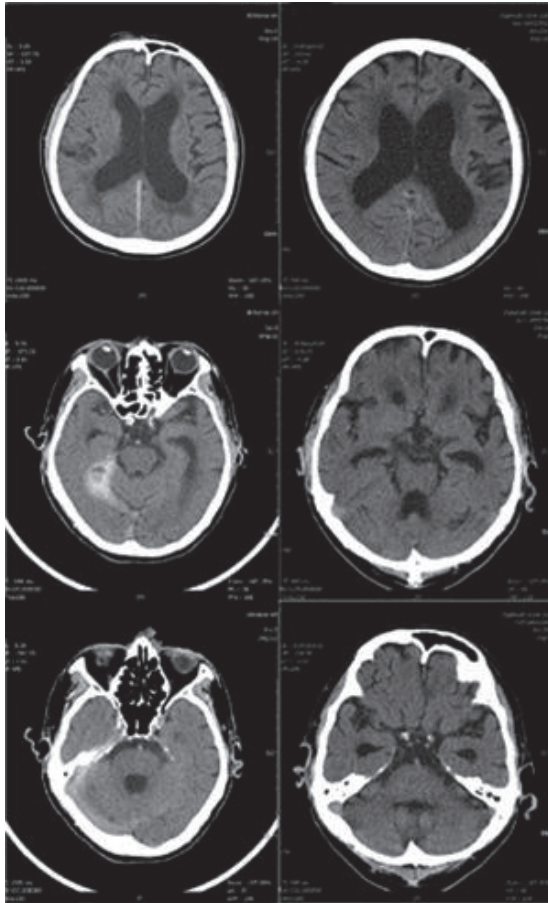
Br-CT 상 hematoma의 변화
